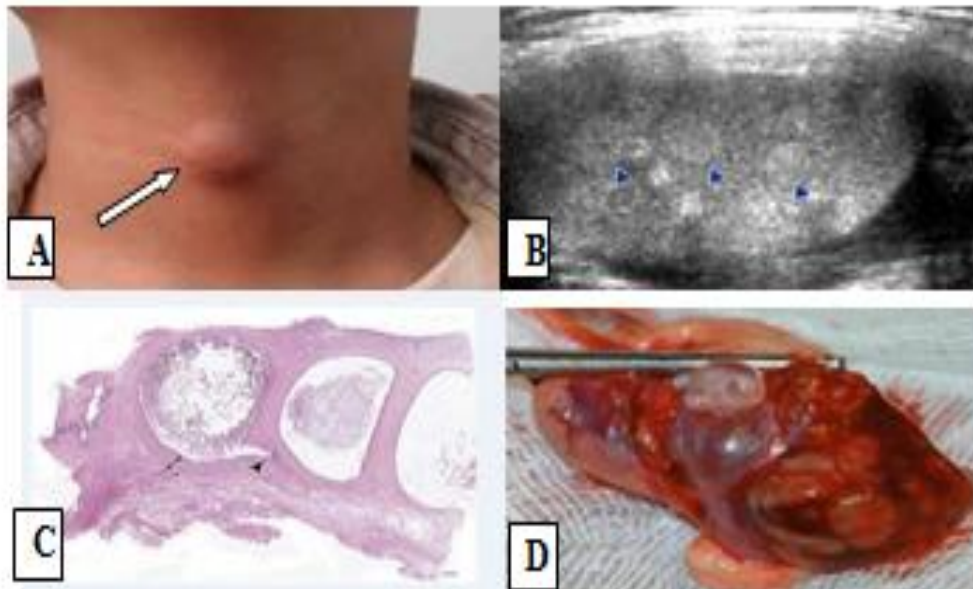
Больной С., 14 л. УЗИ дермоидной кисты шеи.
